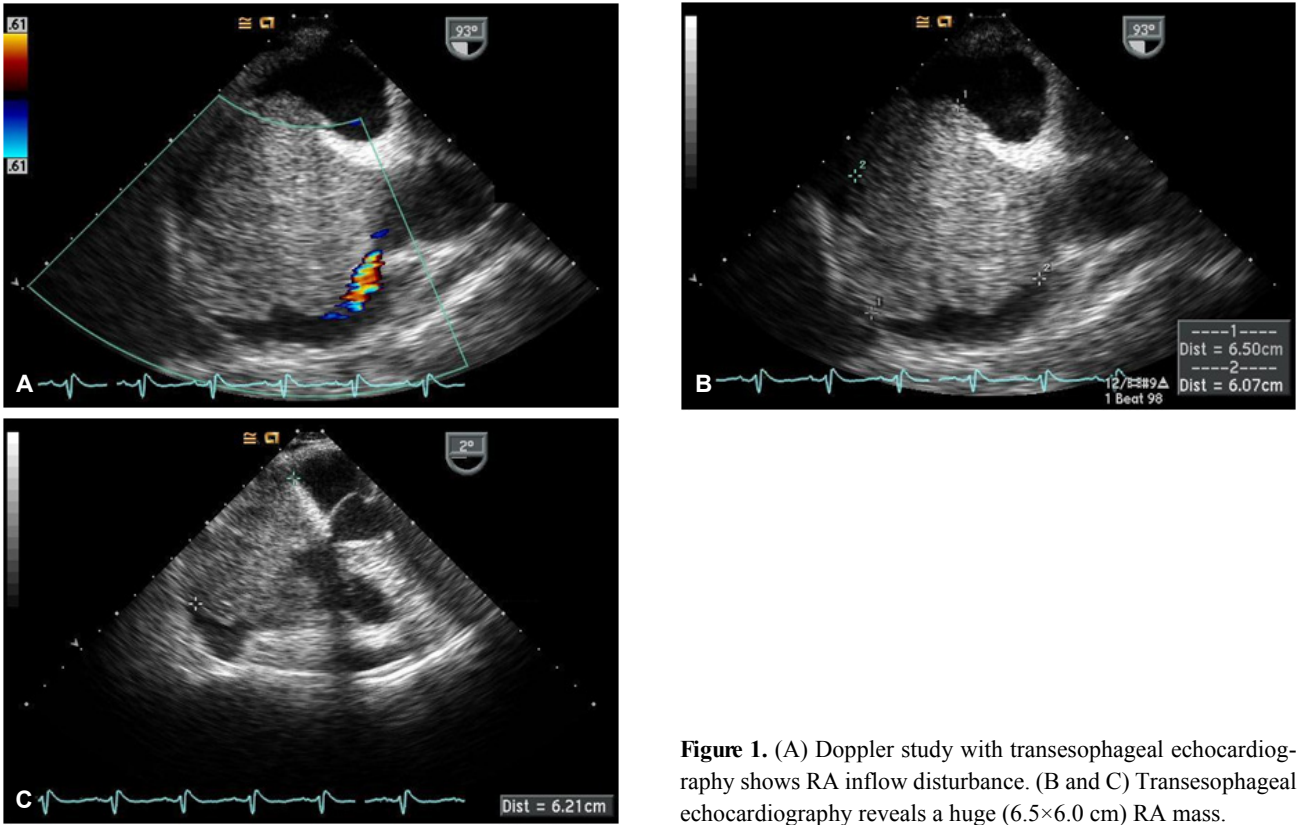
(A) Doppler study with transesophageal echocardiography shows RA inflow disturbance. (B and C) Transesophageal echocardiography reveals a huge (6.5×6.0 cm) RA mass.
